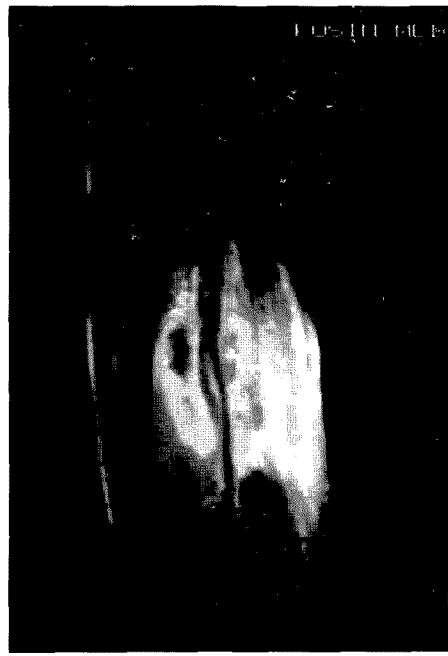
MRI(sagittal section) shows the brachial artery coursing through the mass.
